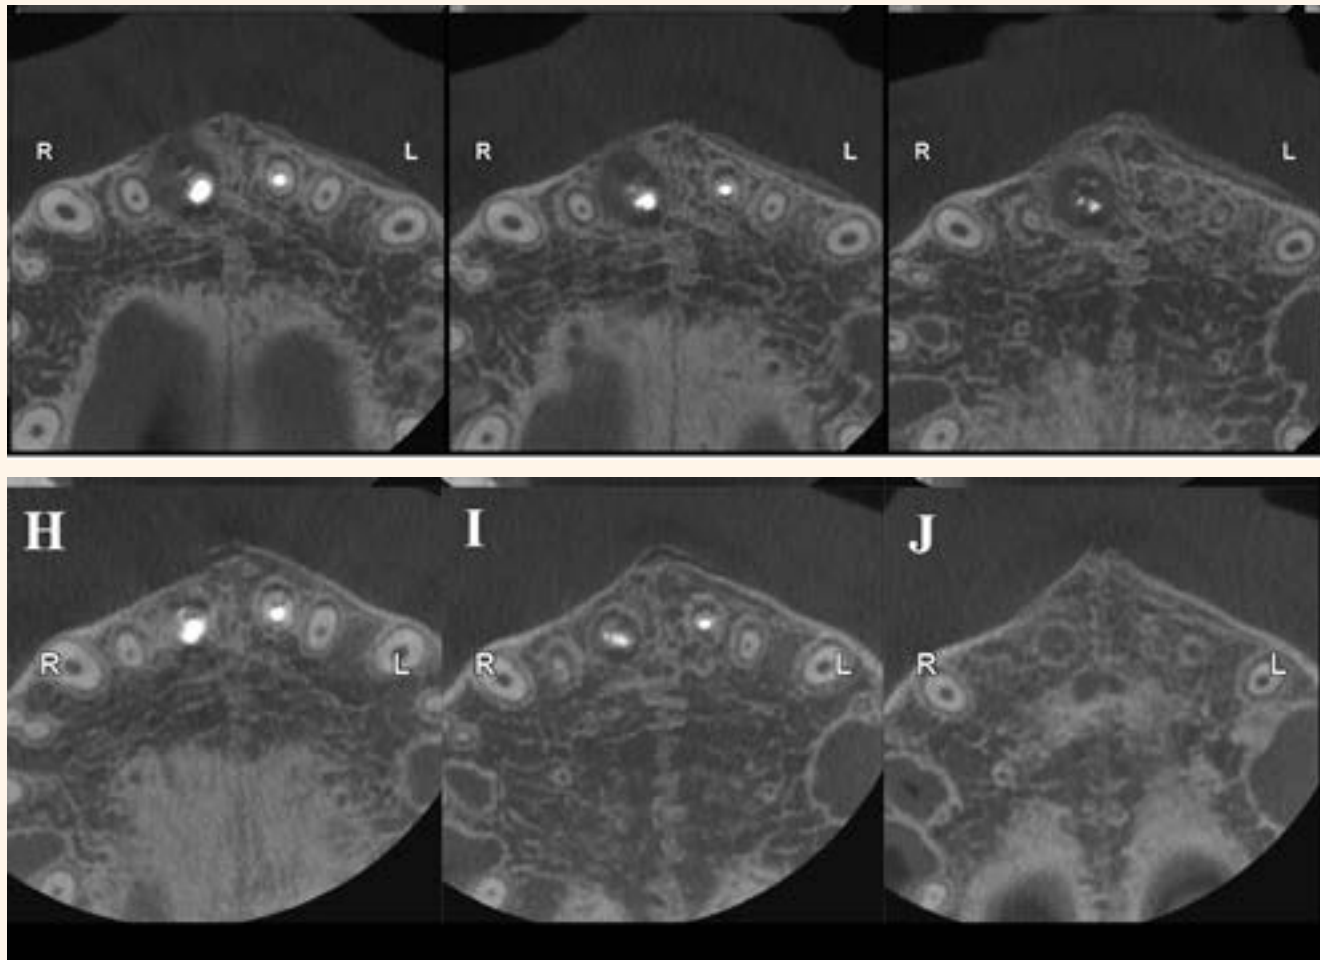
a y b. Tomografía Computarizada Cone Beam (TCCB). 4A. Visión axial enseguida después de la colocación de MTA HP. 4B. Visión axial en la consulta de acompañamiento de 9 meses. Observar la formación del hueso, incluyendo la placa cortical.
